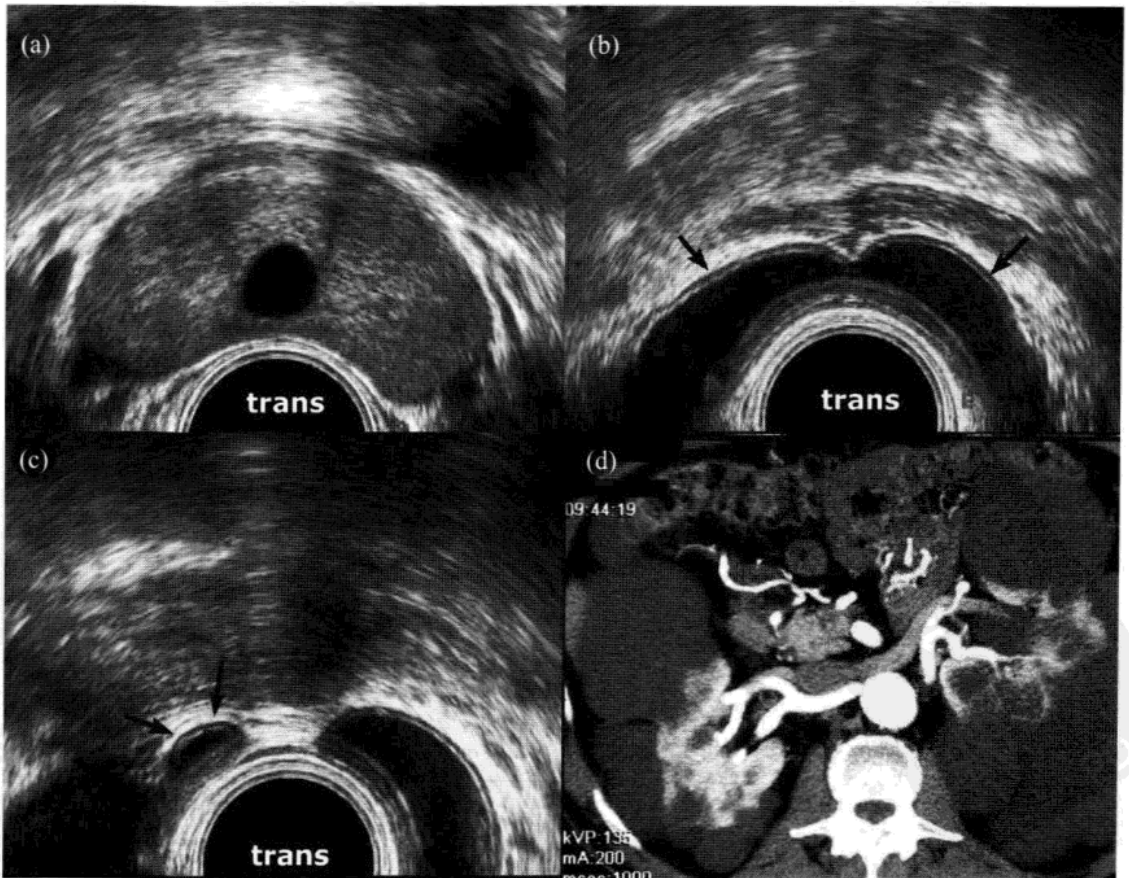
巨大精囊(megaVS)和 PKRD 多囊肾。(a)中等大小中间部囊肿，(b)可见精囊完全扩张(箭)，(c)右侧输精管扩张(箭)。对侧输精管表现类似(未显示)，(d) PKRD 多囊肾 CT 表现。
